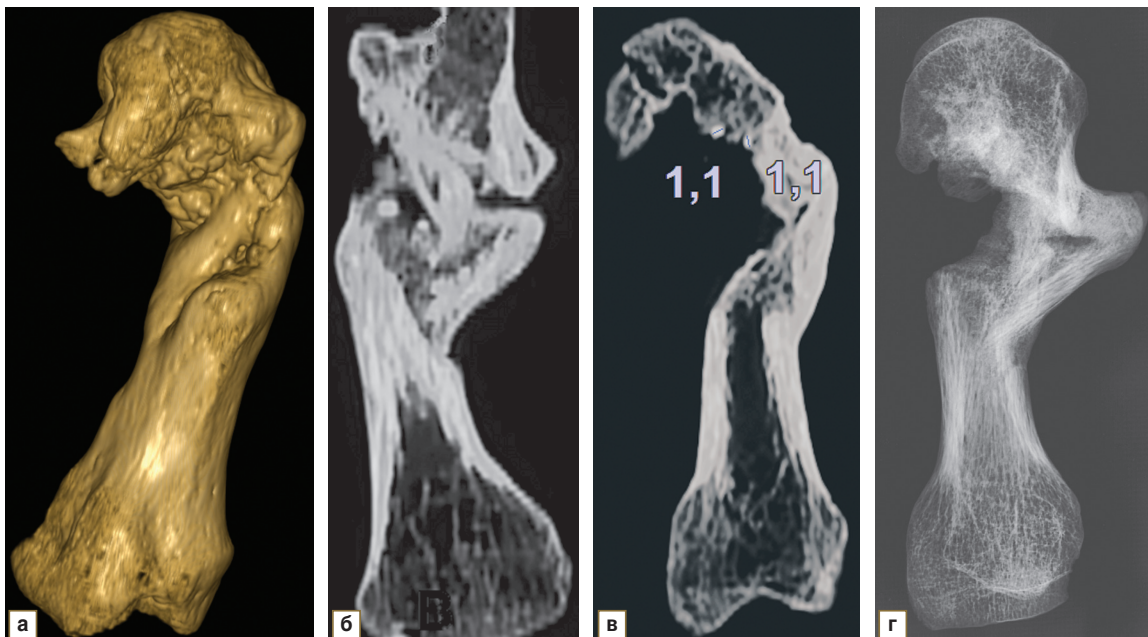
Результаты лучевого исследования неправильно консолидированного многоскользящего перелома пястной кости с деформацией ее оси, вероятнее всего, полученного в результате дробового ранения (а — фото, г — цифровая микрофокусная рентгенограмма с прямым 3,2-кратным увеличением изображения). На КЛКТ (б, в) визуализируются признаки хронического остеомиелита. Множественные инородные тела металлической плотности — дробь (?)
